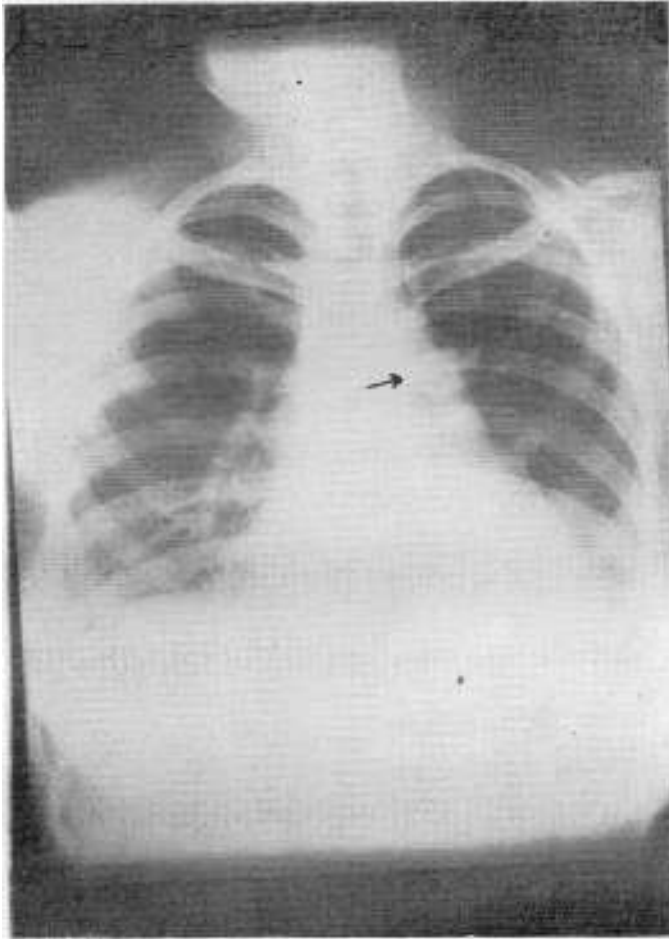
Caso 1.* — Radiografía de corazón frontal. Dilatación cardíaca. Ensamchamiento del pedículo vascular. Por debajo del botón aórtico se ve una sombra redondeada que levanta ligeramente el contorno cardíaco izquierdo (flecha).
